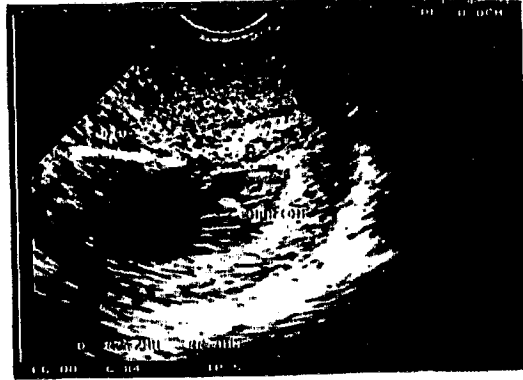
Embarazo intruterino simple de 9 semanas de gestación, con dispositivo intrauterino (DIU) in situ, detectado por USG vaginal en la cara anterior del útero.
